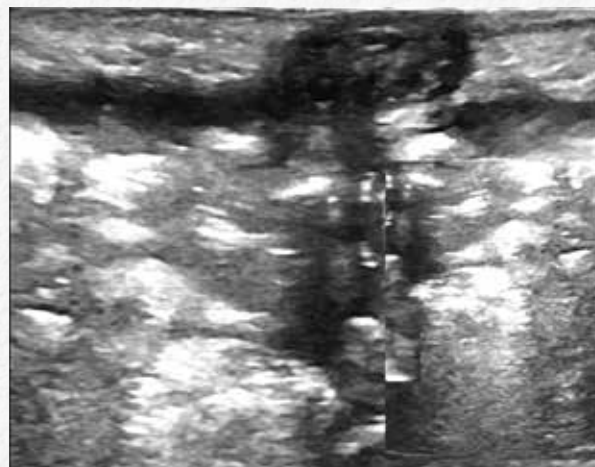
Ecografía abdominal en la que se aprecia una imagen tubular que se extiende desde el ombligo hacia la cavidad abdominal
